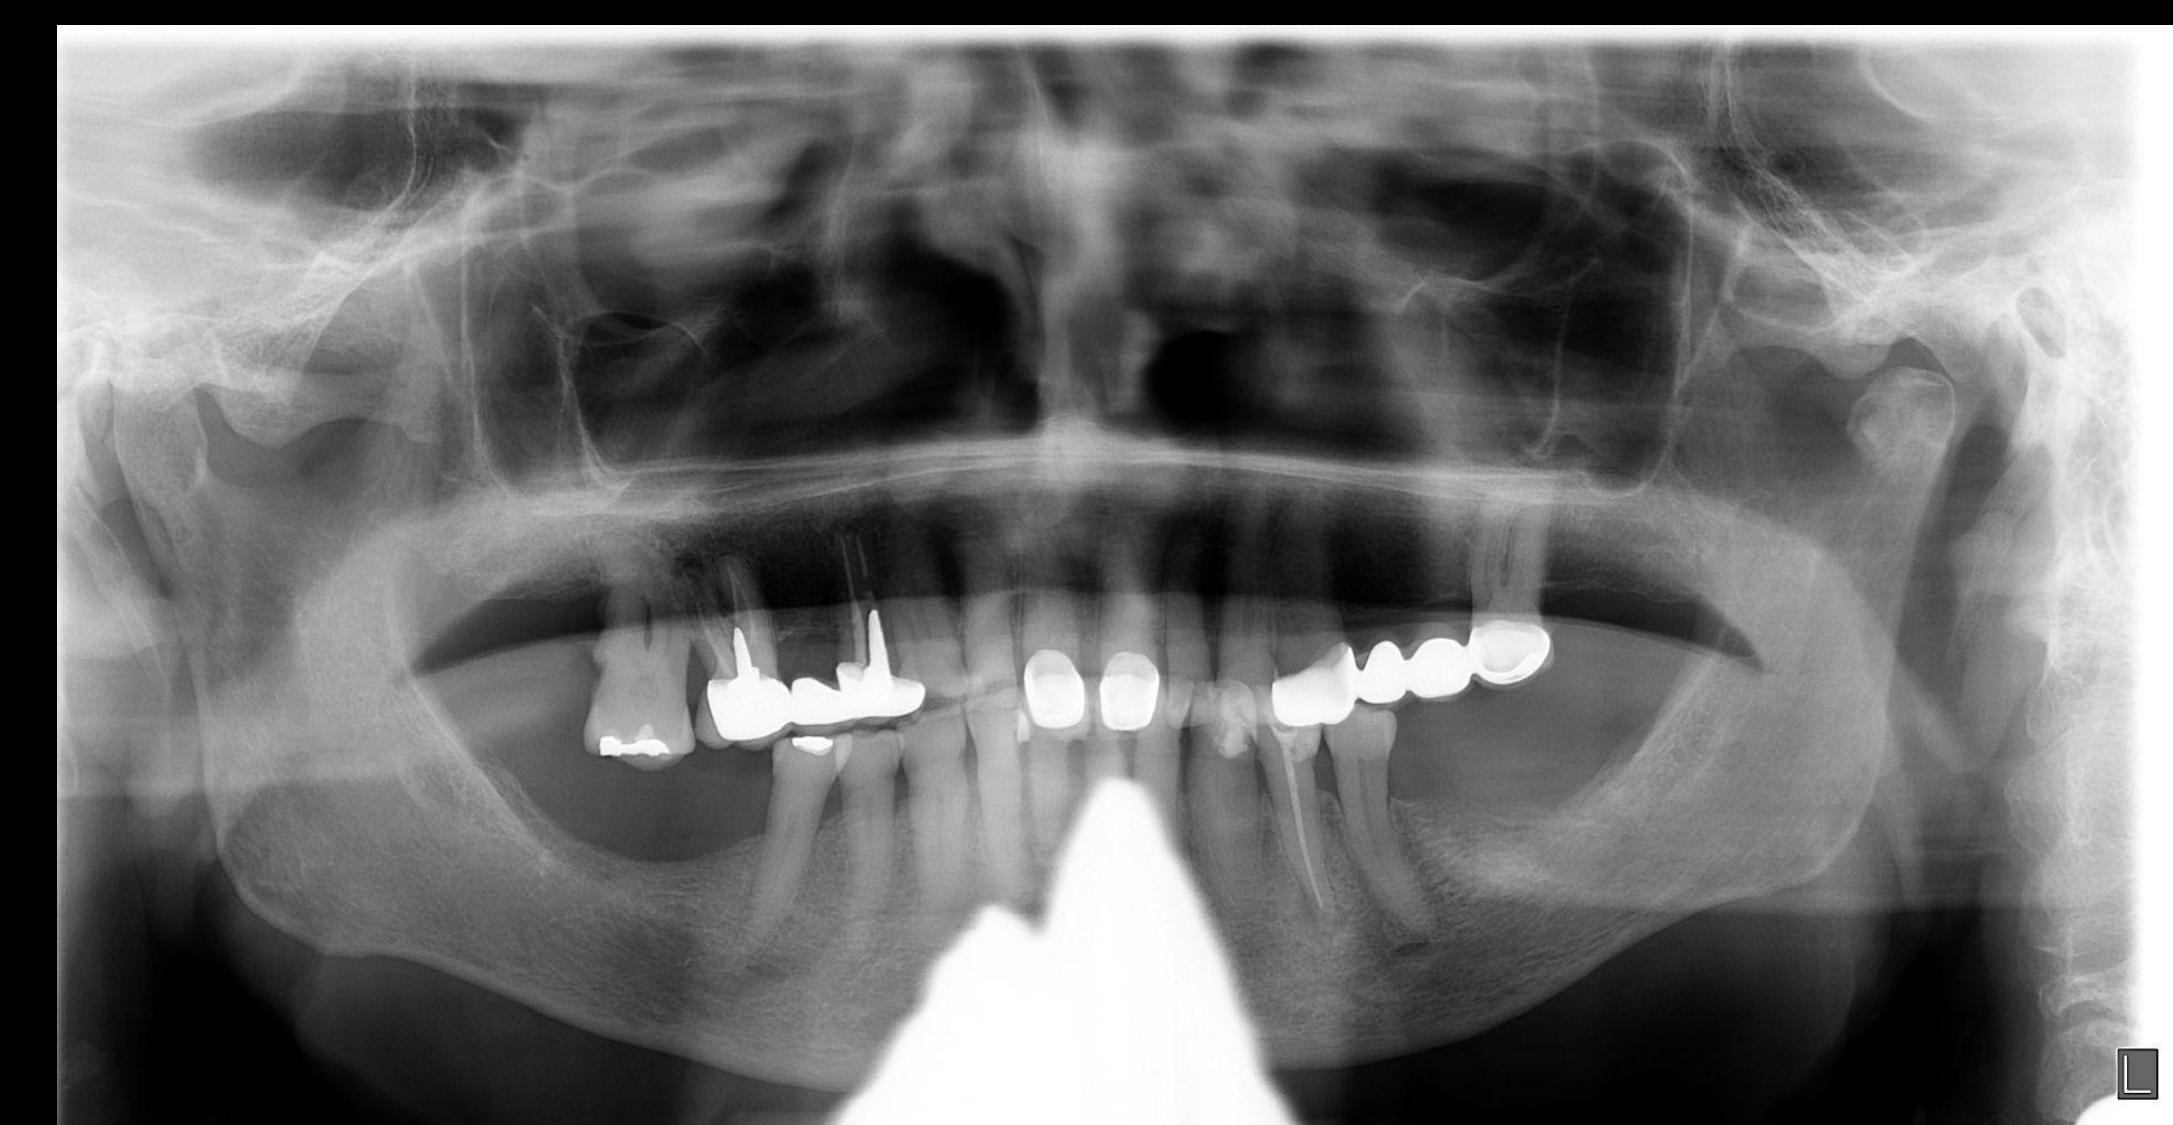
Primera radiografía panorámica obtenida
